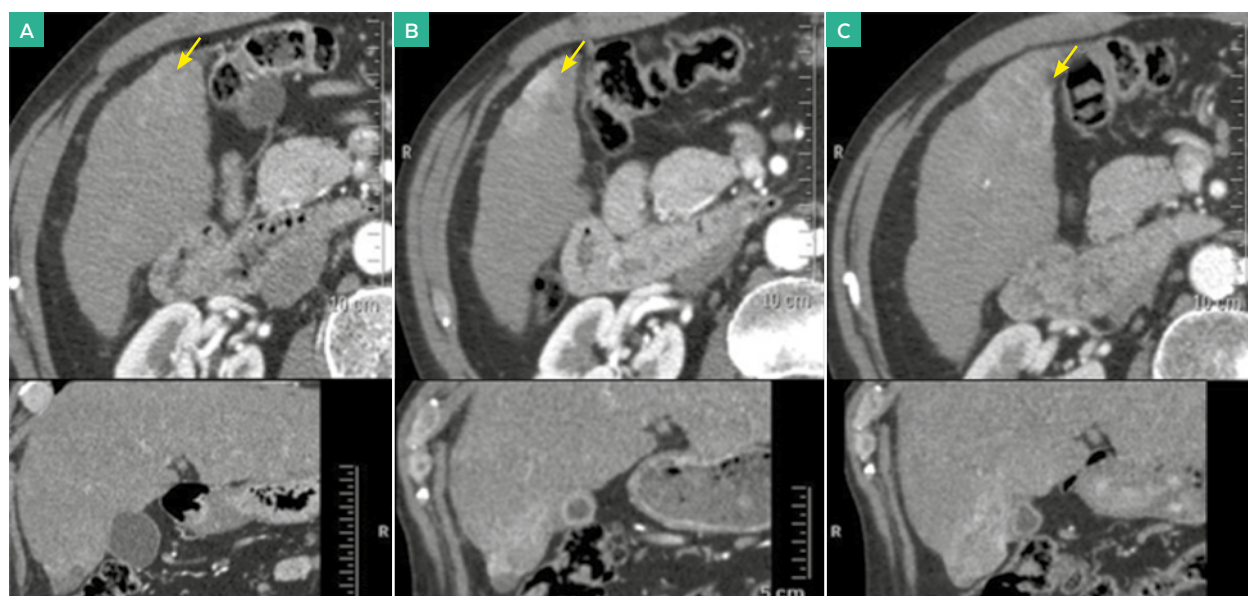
Aplicación de los criterios mRECIST para HCC. TAC con contraste en fase arterial. A. TAC diagnóstico. Lesión con realce arterial (flecha). B. TAC control tras 2 sesiones de TACE valorado como progresión de la enfermedad. C. TAC control tras 3ª TACE valorado como enfermedad estable. Finalmente no se consiguió controlar la enfermedad, por lo que el paciente pasó a tratamiento paliativo con Sorafenib
